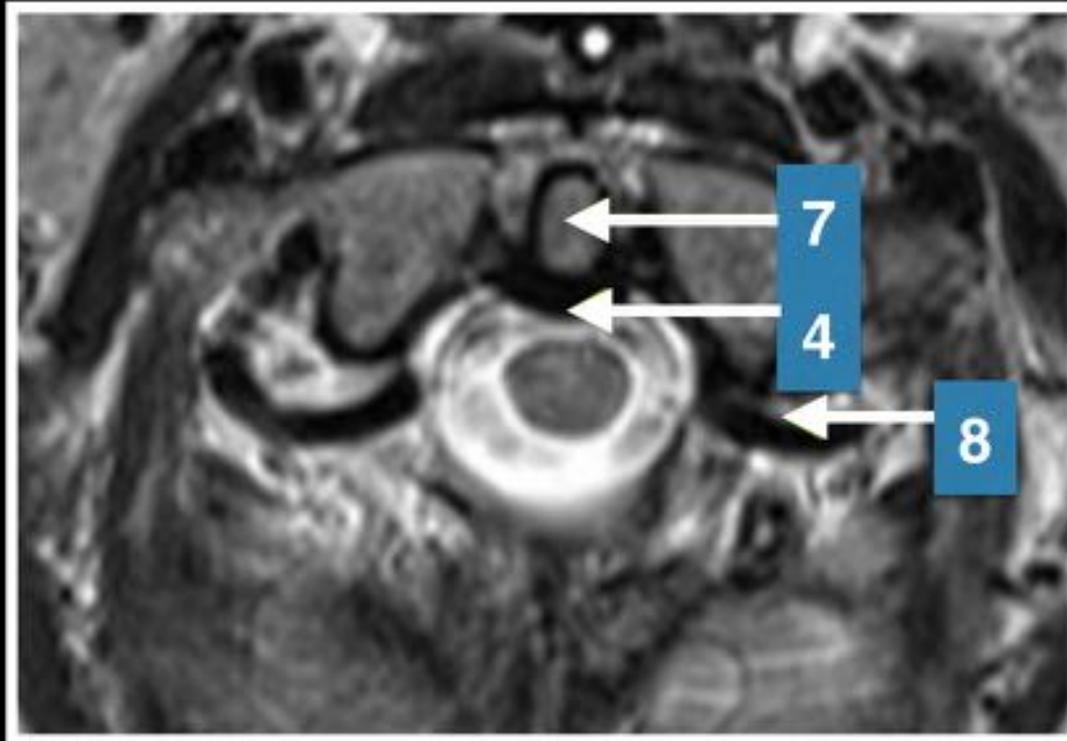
RM axial potenciada en T2 de la articulación atloaxoidea. 4- Ligamento transverso. 7- Apófisis odontoides. 8- Arteria vertebral.
